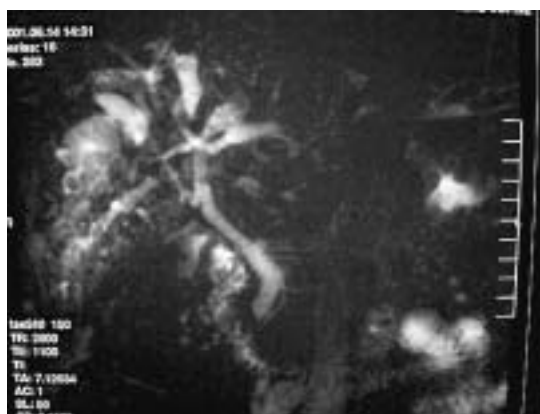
Colangiografía por resonancia magnética de un paciente con Enfermedad de Caroli difusa.
